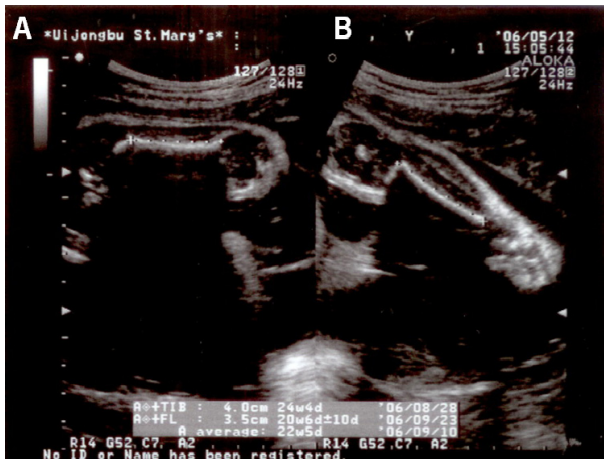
Ultrasonography of fetal long bones showed shortened femur (A, 35 mm, 20^{+6/7} weeks size), tibia (B, 40 mm, 24^{+4/7} weeks size), humerus (C, 40 mm, 23 weeks size) and ulnar (D, 37 mm, 23^{+5/7} weeks size) compared to gestational age (pregnancy 30^{+6/7} weeks).
